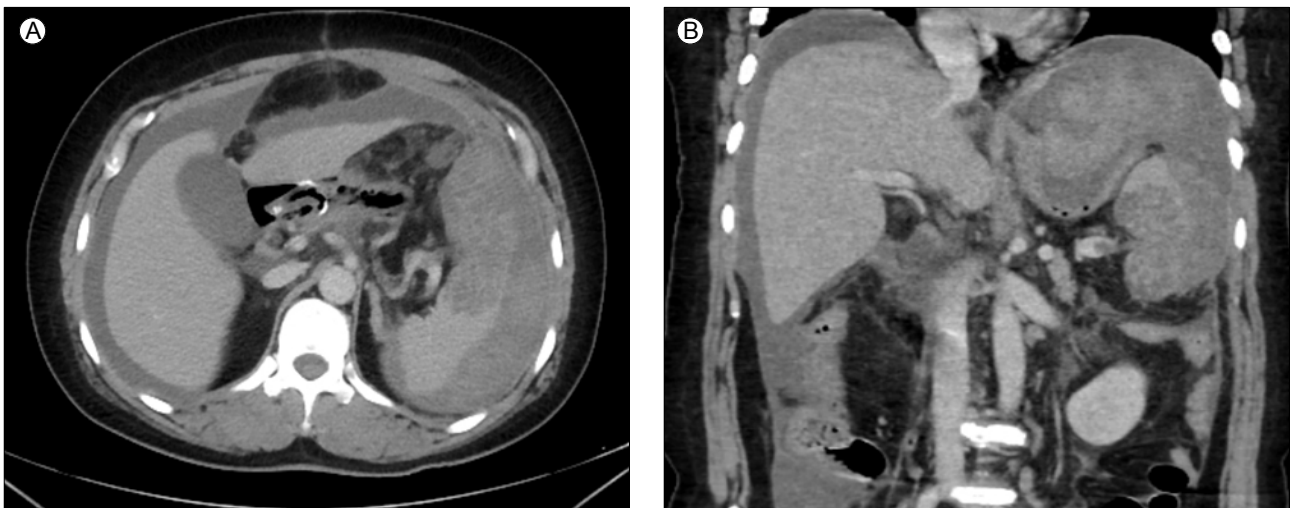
Abdomen computed tomography at admission shows a splenic infarction with splenic vein thrombosis and rupture, with a hematoma in the perisplenic space. (A) Axial view. (B) Transverse view.
